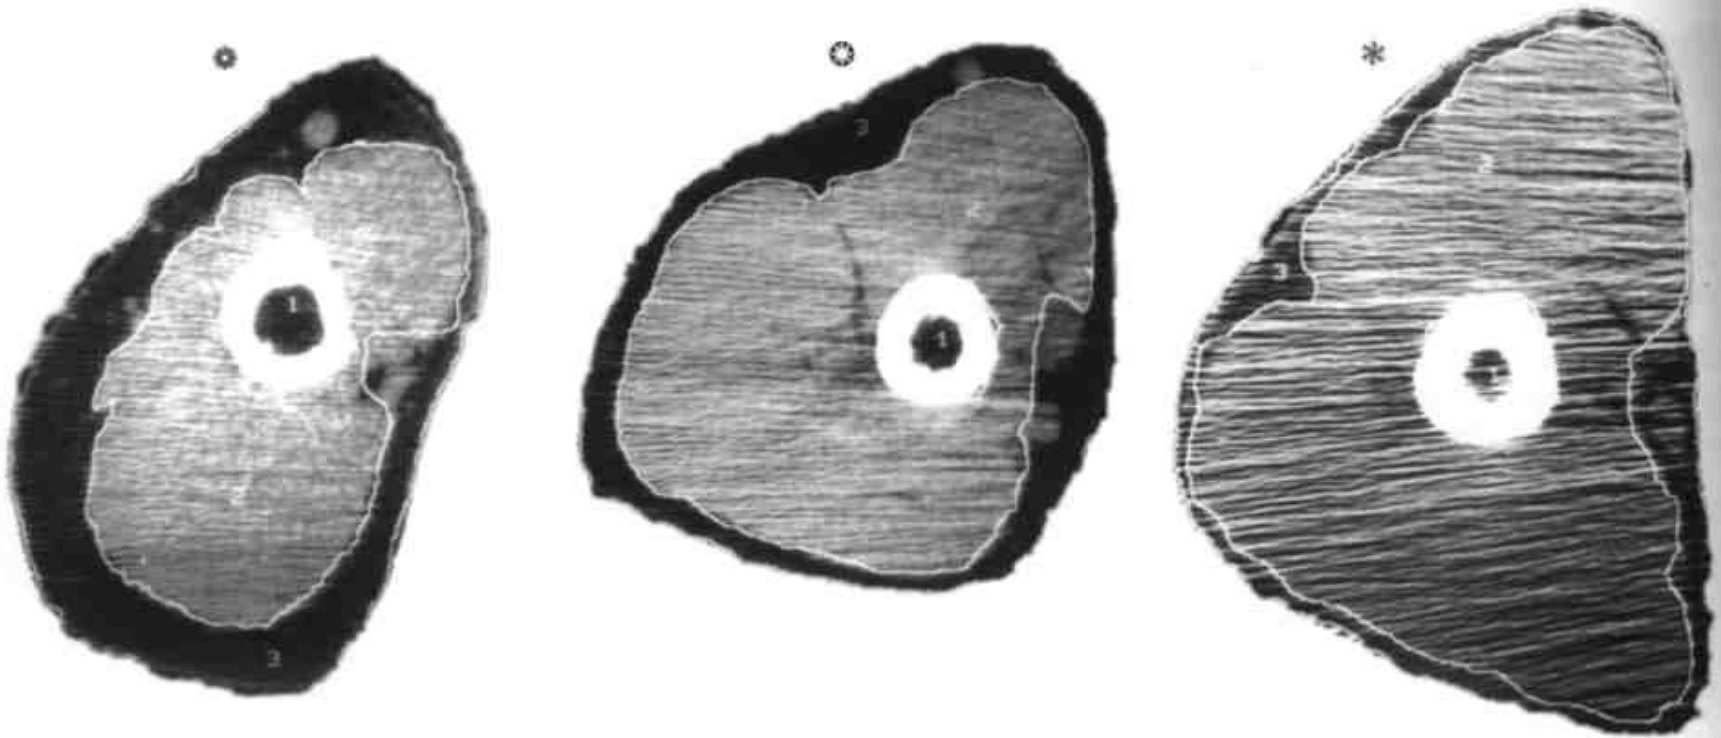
CT scans of the upper arms of three 57-year-old men of similar body weights. The scans show (1) bone, (2) muscle, and (3) subcutaneous fat. Note the difference in the muscle areas of the (a) untrained man, (b) swim-trained man, and (c) the strength-trained man.
